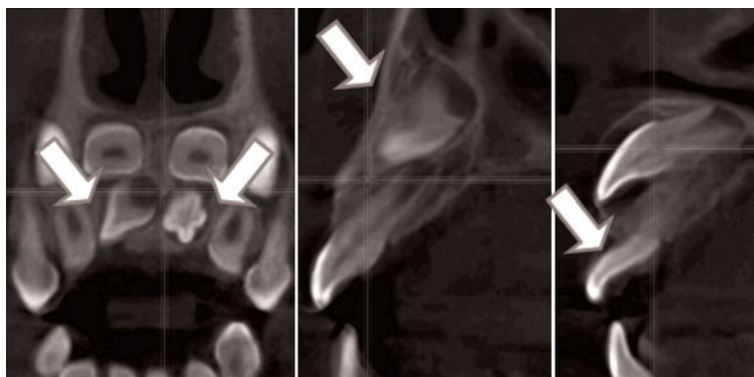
Конусно-лучевая компьютерная томография. Стрелками показаны сверхкомплектные зубы
